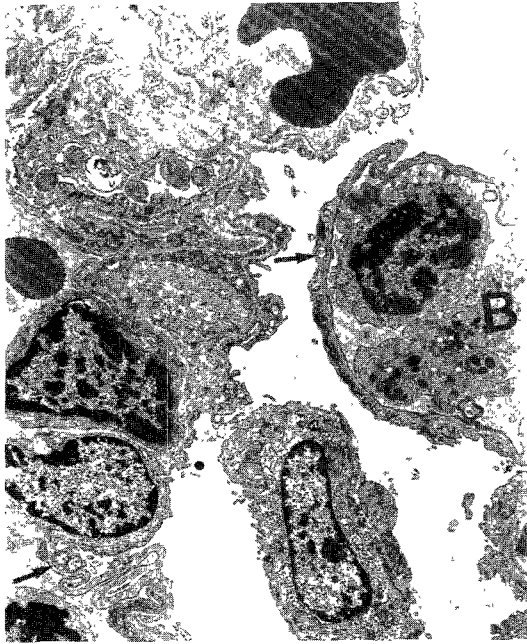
X-ray 20 Gy($\times 5950$) :
